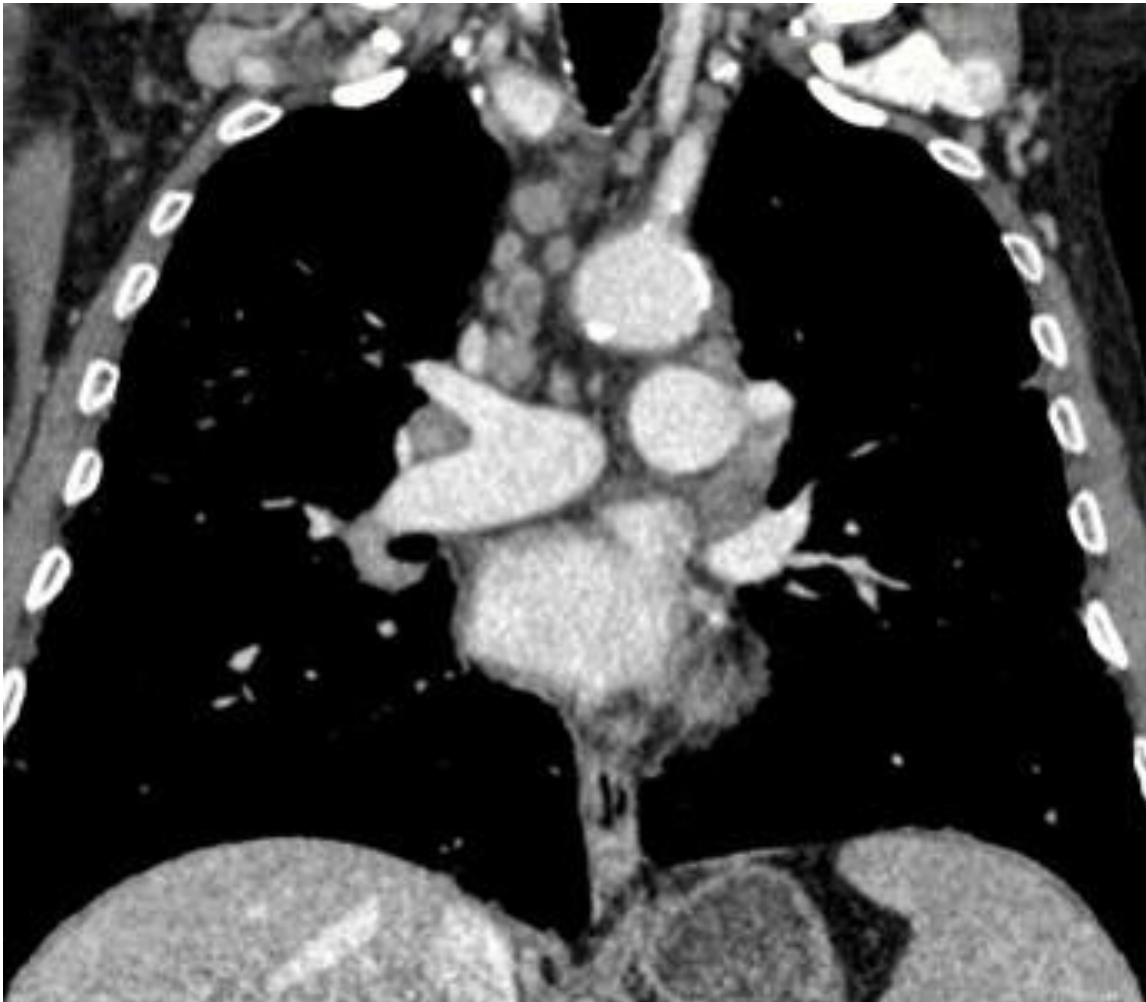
Imagem coronal de TC com contraste endovenoso do tórax, demonstrando múltiplas linfonomegalias mediastinais e hilares, algumas das quais com centro hipodenso.
